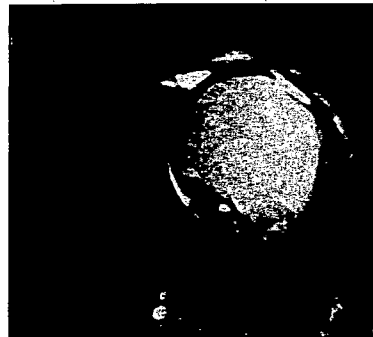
B. 症例 1 の術前 MRI-T2 強調像 : 冠状断面像
